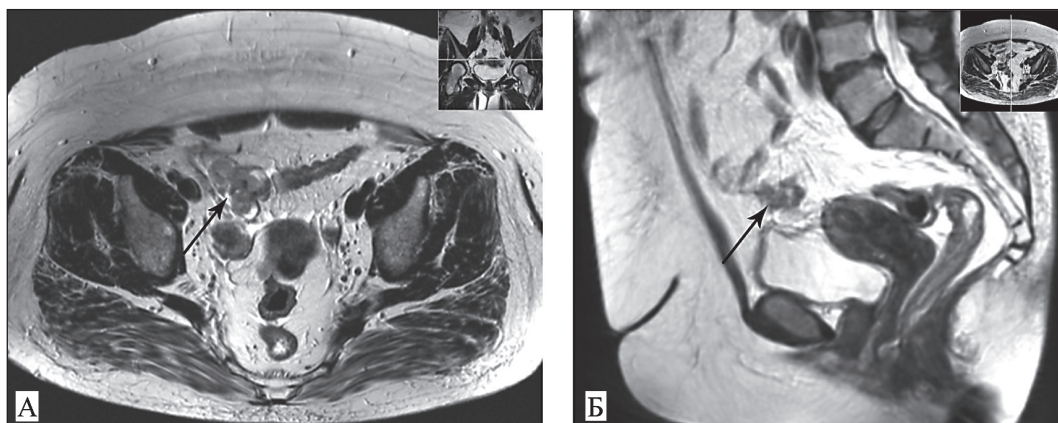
Магнитно-резонансная компьютерная томография в режиме T2: А – аксиальная плоскость, в области правого яичника определяется многоузловое образование, размером 74×43×36 мм, с наличием жидкостных включений; Б – сагиттальная плоскость, в области передней стенки сигмовидной кишки определяется аналогичное образование, размером 29×14 мм, плотно прилежащее к петлям сигмовидной кишки
